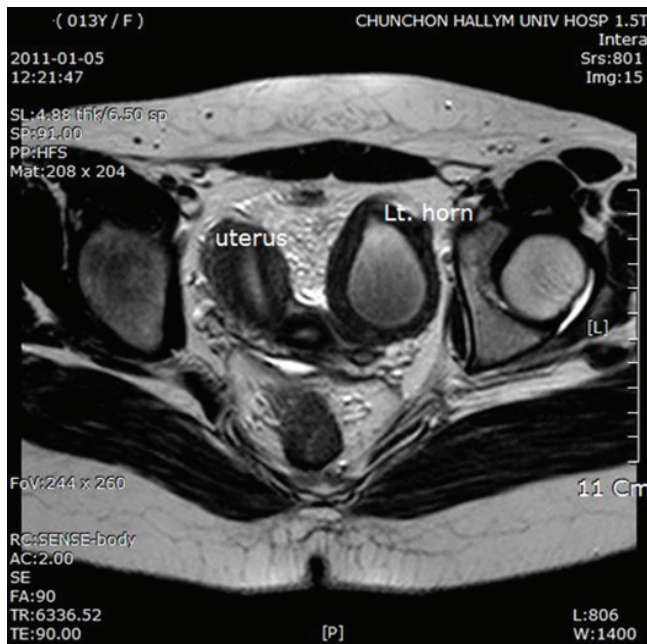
Pelvic magnetic resonance imaging showed right unicornuate uterus, hematometra of left noncommunicating rudimentary horn. Lt. horn, left rudimentary horn.
